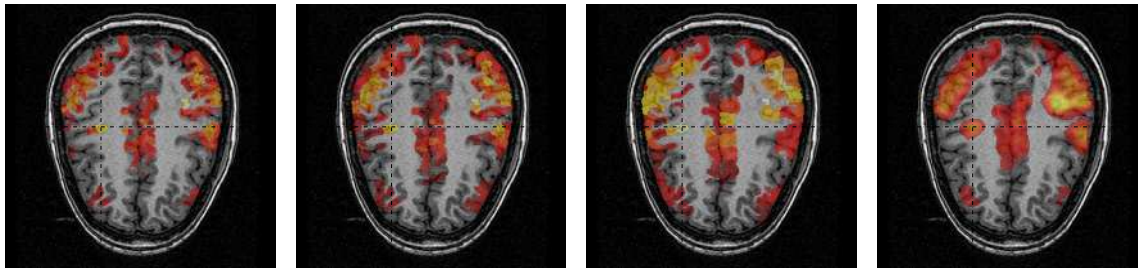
IRM T_1 avec activations détectées superposées ($p_c < 0.05$). De gauche à droite : carte en t avec 4900, 1700 et 340 parcelles. Carte en t SPM avec un lissage spatial de 8 mm.
